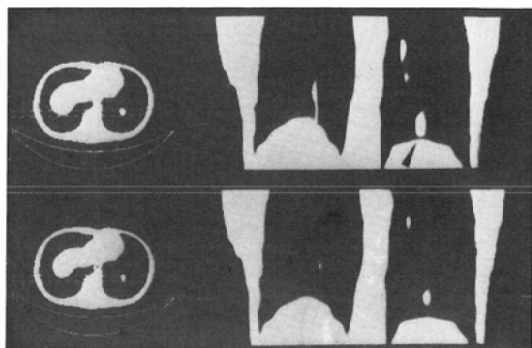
Coronal images (X-ray CT) of case 8
